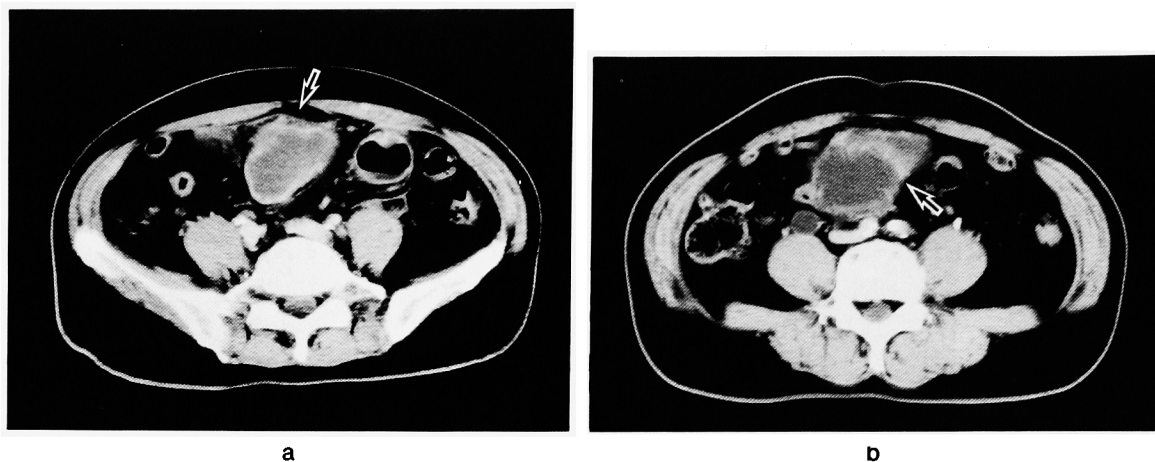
Contrast enhancement abdominal CT. Contrast enhancement abdominal CT showed a mass contiguous with the dome of the bladder, contrast enhanced margin of the mass and hypodensity inside the mass.
